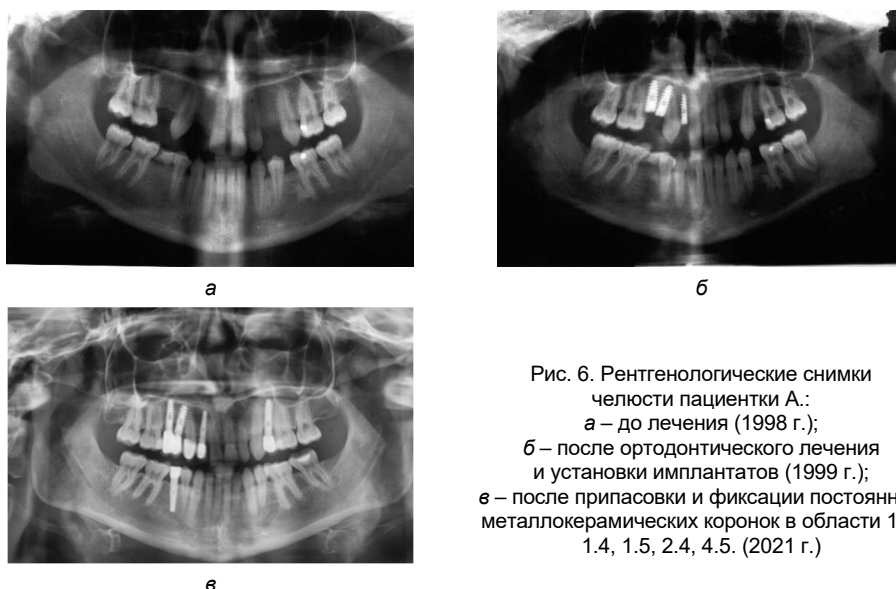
Рентгенологические снимки челюсти пациентки А.:
